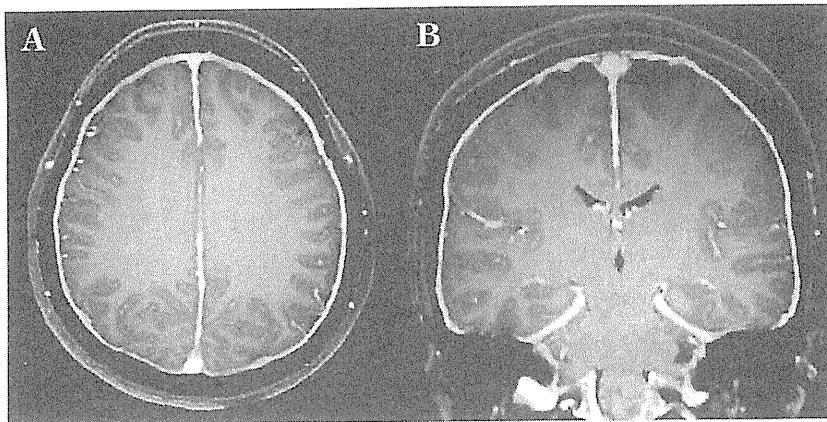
Brain MRI of intracranial hypotension
